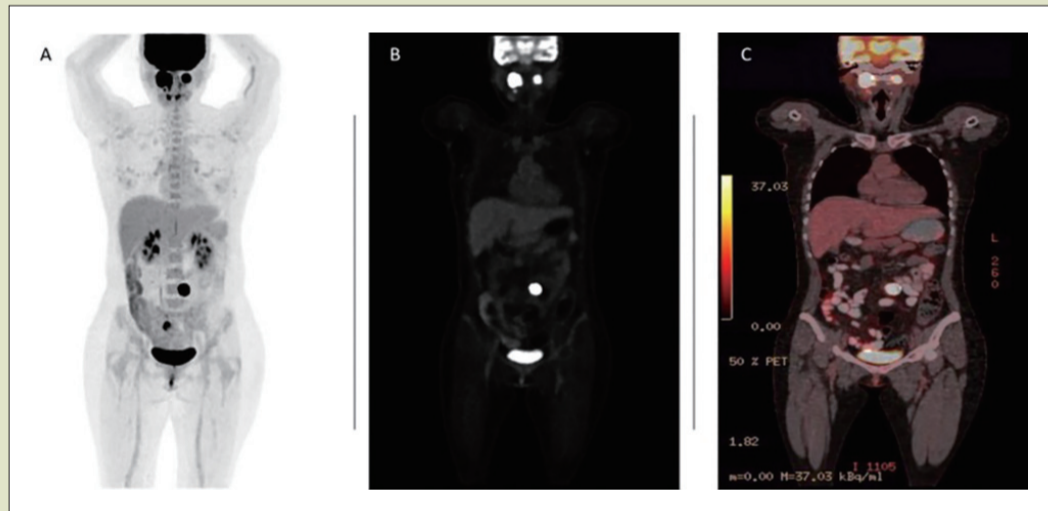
PET/CT显示最大灰度投影,显示双侧迷走神经副神经节瘤和主动脉髂分叉前的结节性病变(A);18F-FDG-PET/CT显示双侧颈部和左主动脉髂分叉处附近有强烈的FDG嗜食性肿块(B);PET/CT融合图像显示肿瘤代谢异常增加(C)
